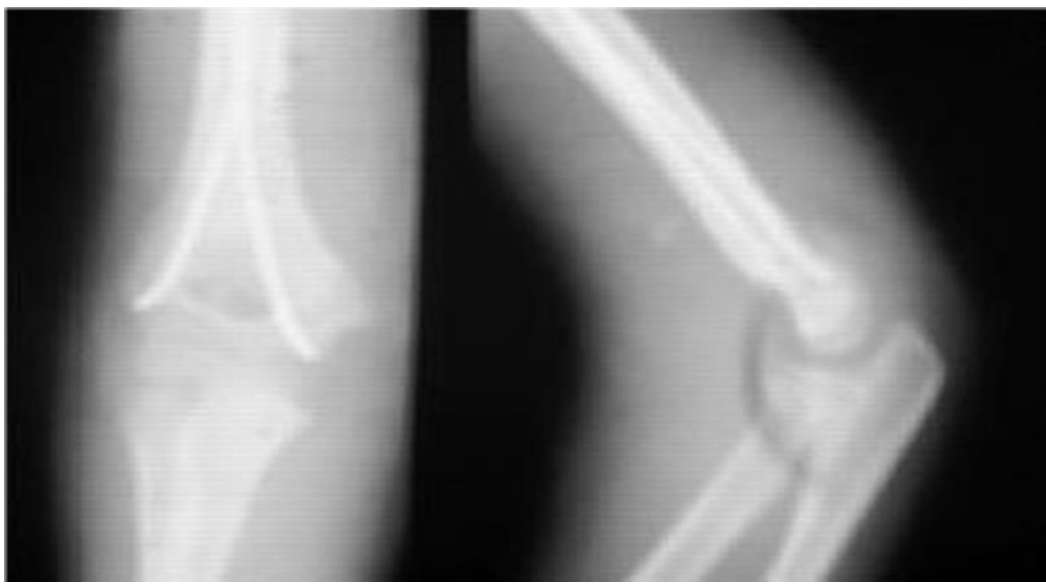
Embrochage descendant sur une radiographie du coude de face et de profil [60]
